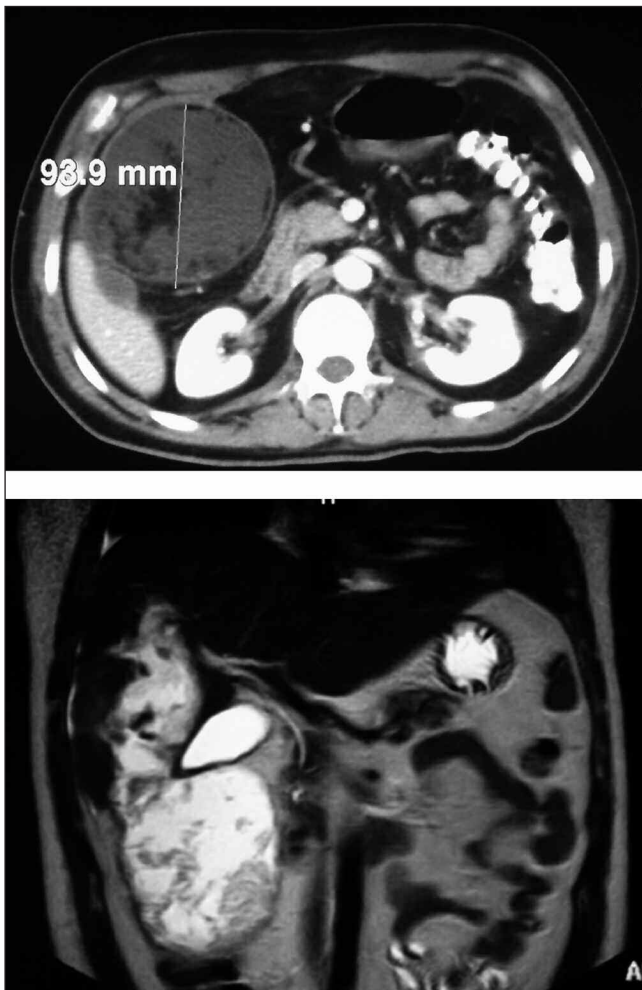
(TC y RNM). Lesión focal de margen bien definido en parénquima hepático, con dimensiones de 9,3 x 9,8 x 24 cm, de contenido fundamentalmente líquido, alternando áreas densas con áreas hipodensas de densidad grasa.
